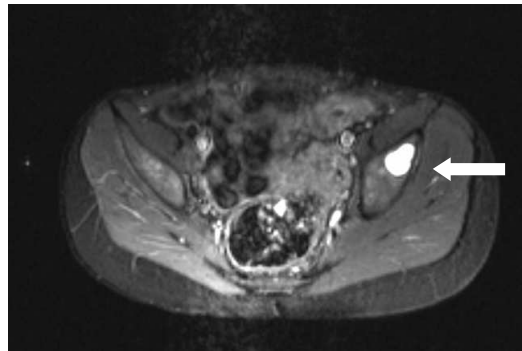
(vorausgehende Seite bzw. oben) Ganzkörper-STIR-MRT eines sechsjährigen Patienten 15 Monate nach Erstdiagnose eines Ewing-Sarkom IV des Fußes, progredienter Verlauf mit diffuser Skelettmetastasierung und infauster Prognose. Scharf begrenzte, kräftig signalintense Herde im linken Acetabulum (Becken transversal, Becken coronar), im linken Femurhals, in der kaudalen Brustwirbelsäule (Wirbelsäule sagittal: BWK 10-12). Alle Herde waren bereits in einer Ganzkörper-STIR-MRT ein Jahr zuvor (d.h. 3 Monate nach Erstdiagnose) erkannt und übereinstimmend als metastastentypisch gewertet und bestätigt worden.
